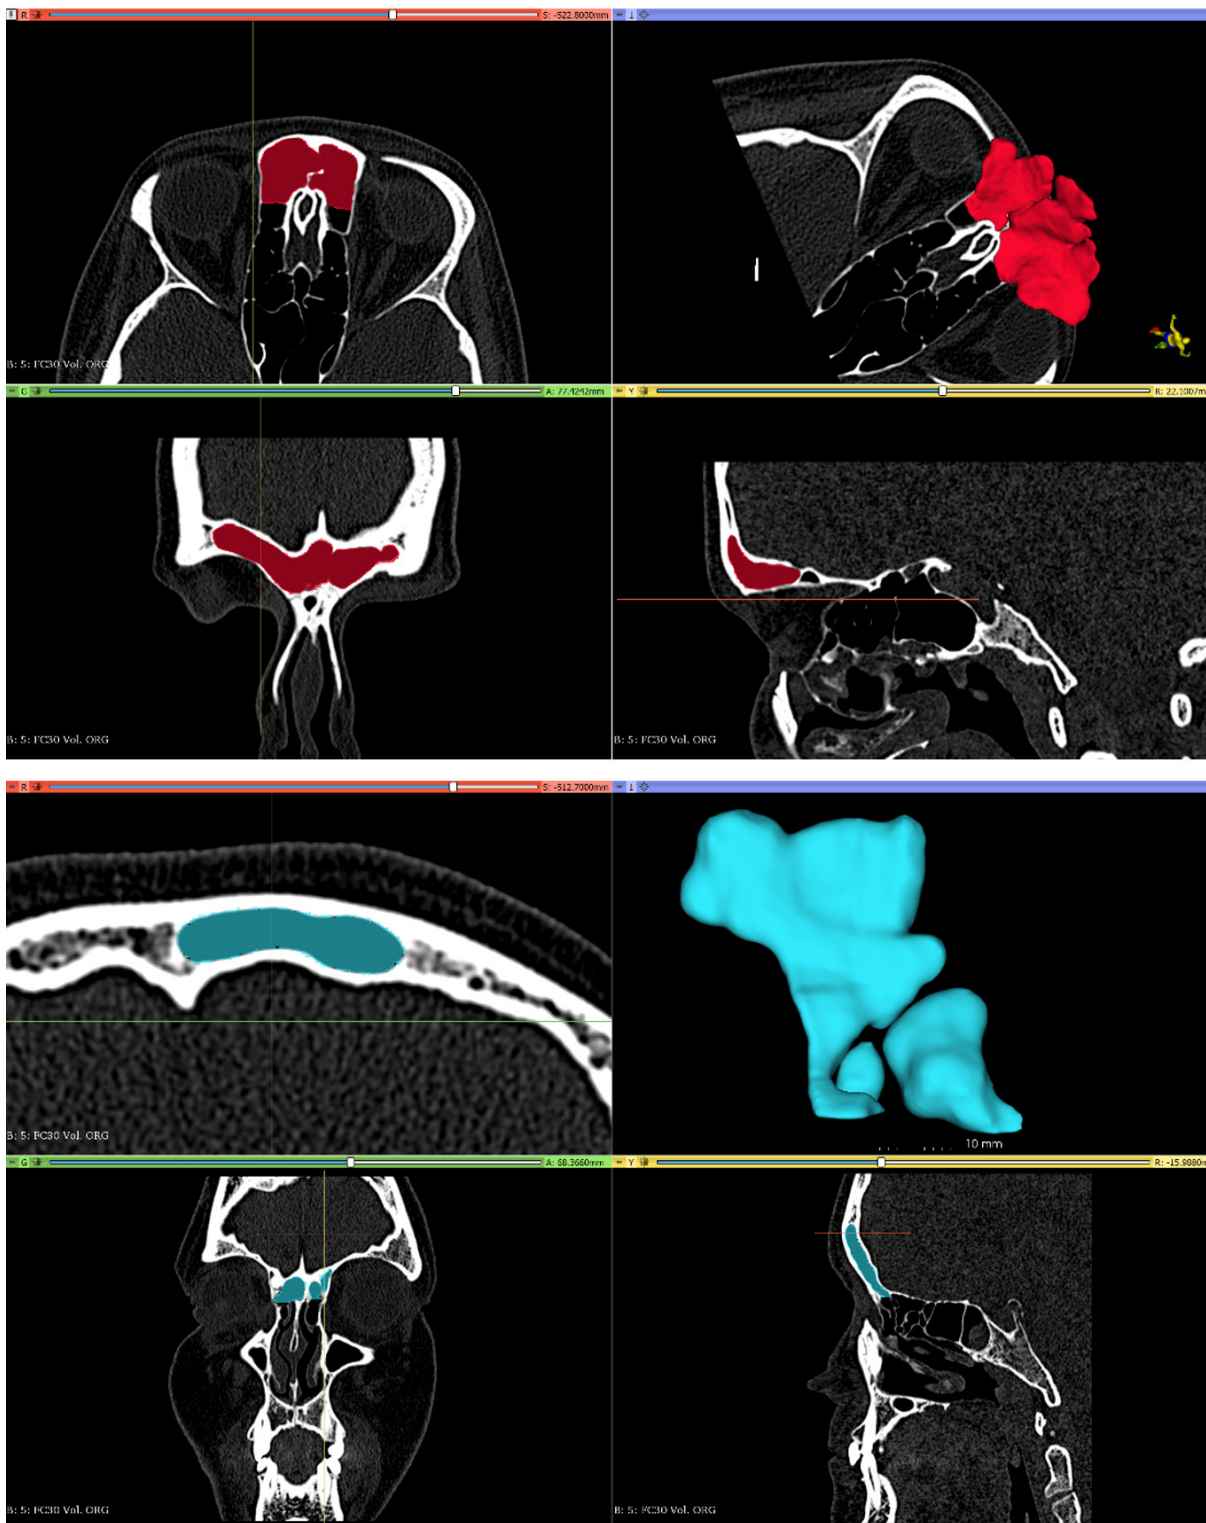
Segmentacja i rekonstrukcja 3D zatok przynosowych: zatoki czołowej, zatoki szczękowej i zatoki klinowej na podstawie badań tomografii komputerowej (wyk. D. Lorkiewicz-Muszyńska)
